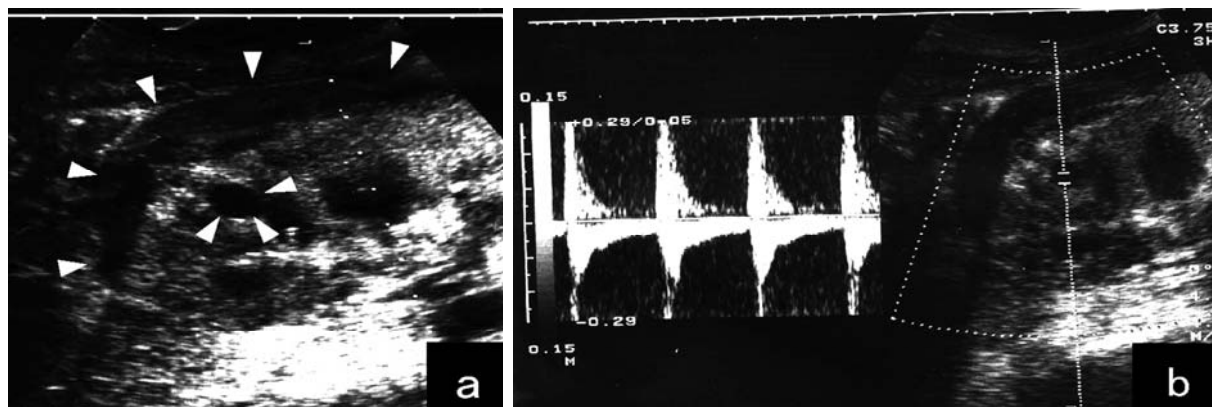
Ultrasonography of transplanted kidney revealed subcapsular hematoma of 15 mm in thickness and pulsative intra-parenchymal aneurysm of 8 mm in diameter (a). The pulse doppler waves showed an arterial shape (b).
